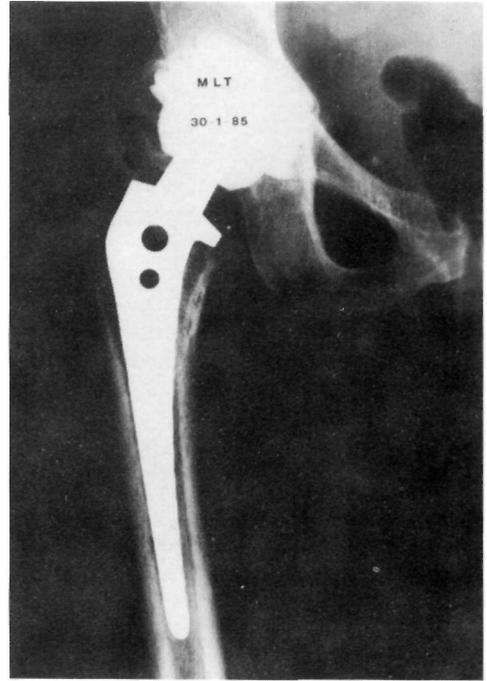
Radiografía AP del mismo paciente, donde se observa una buena reacción endostal.
